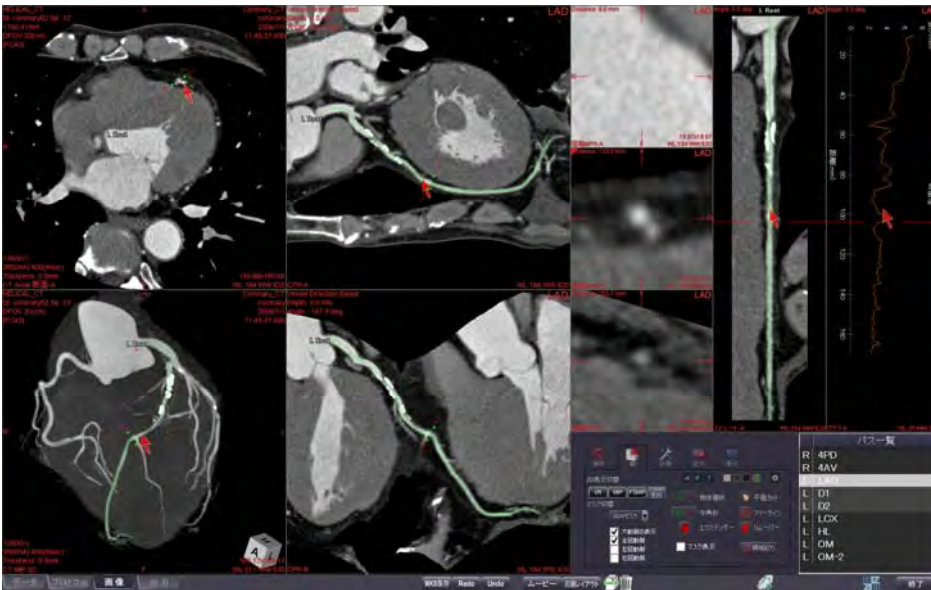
CT 冠動脈解析を起動した状態 (すべての冠動脈にラベルが入りフルオートで解析完了)
